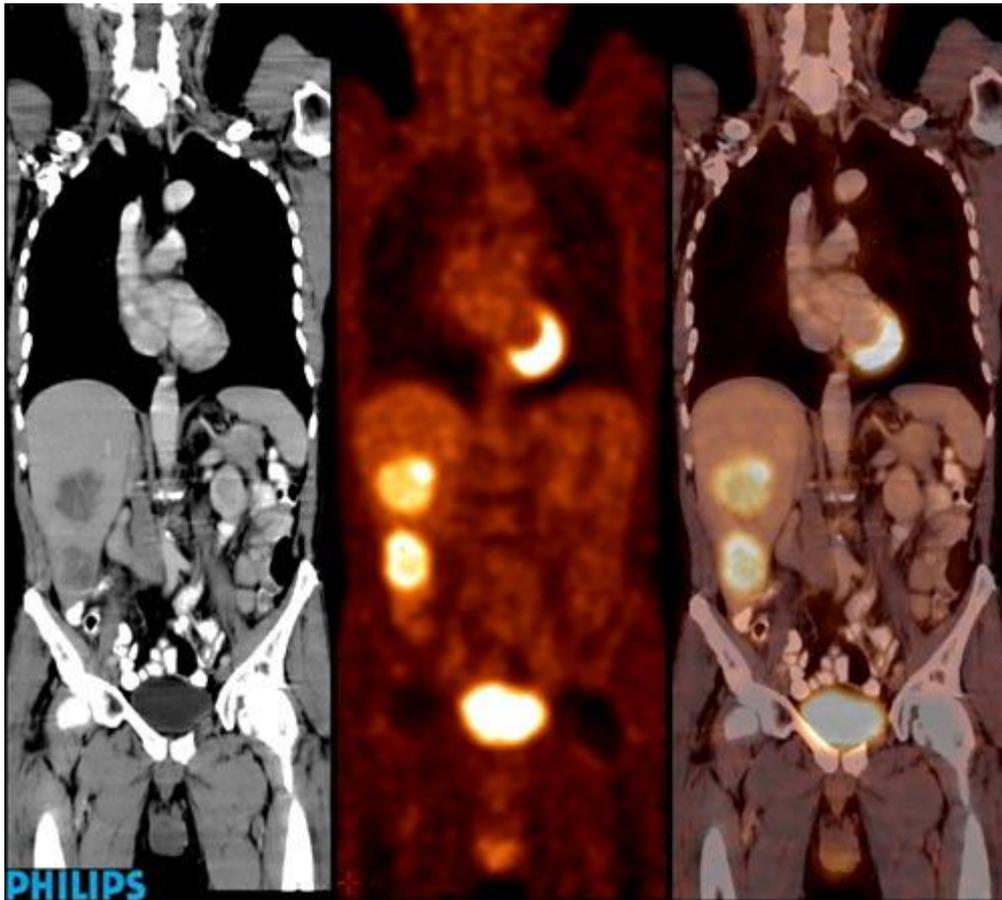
Diagnóstico con TC
